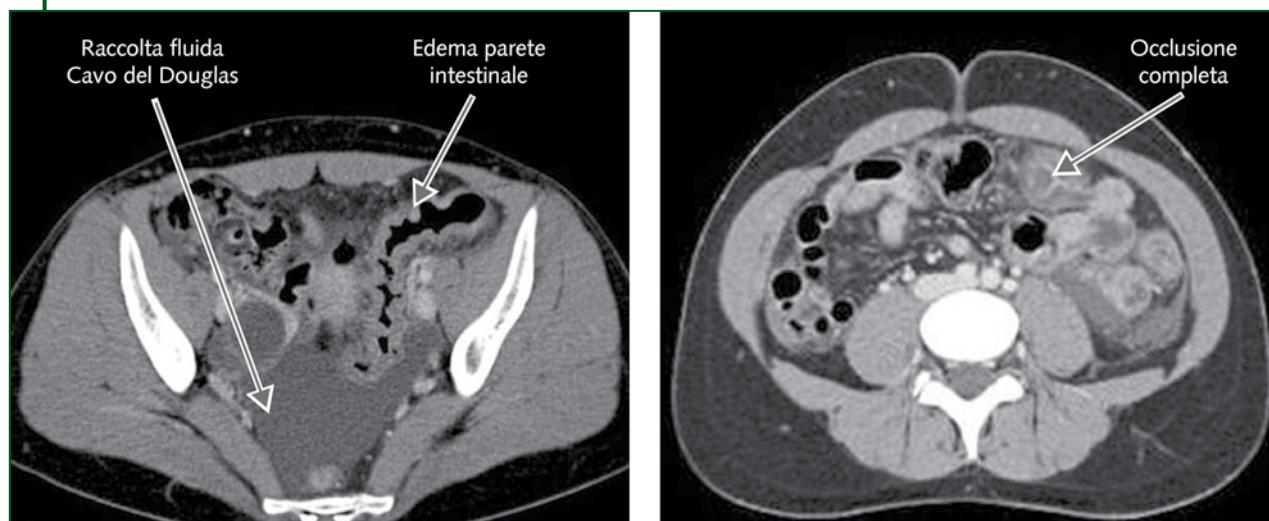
Quadro radiologico (CT) di angioedema addominale in una paziente con deficit ereditario di C1-INH
